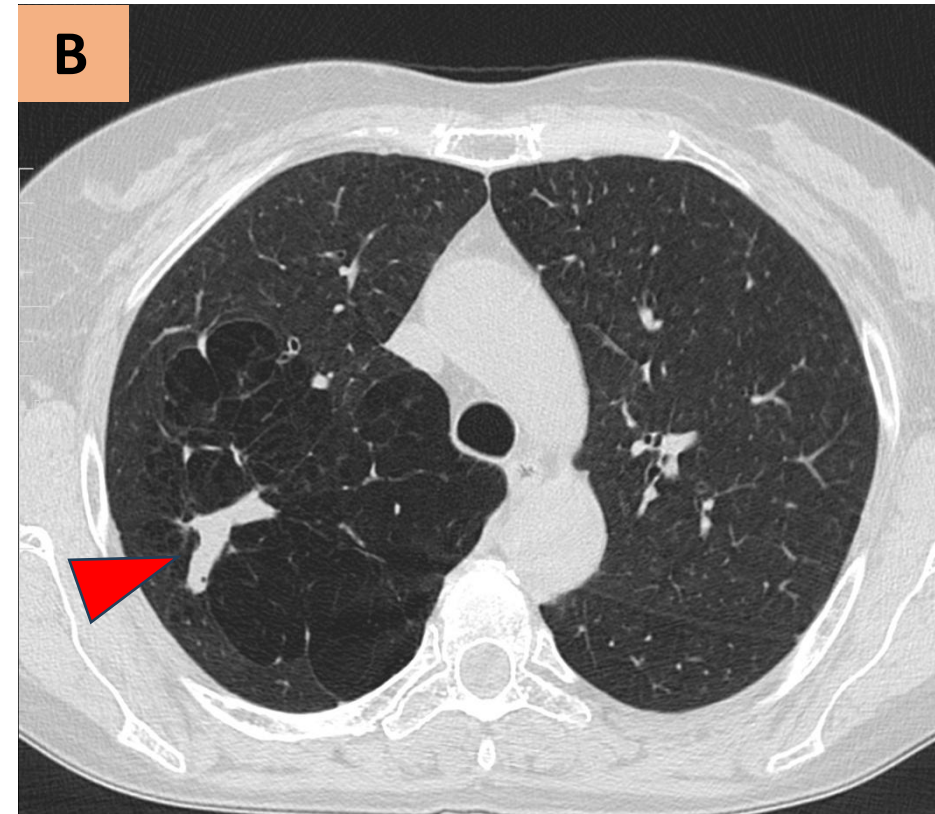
Atresia bronquial en dos pacientes diferentes. TC torácico en plano coronal (A) y en plano axial, que muestra una opacidad ramificada “en dedos guante” (broncococele) (cabezas de flecha) en LSI y en LSD, respectivamente, que se acompaña de un área de hiperclaridad pulmonar alrededor del mismo.
